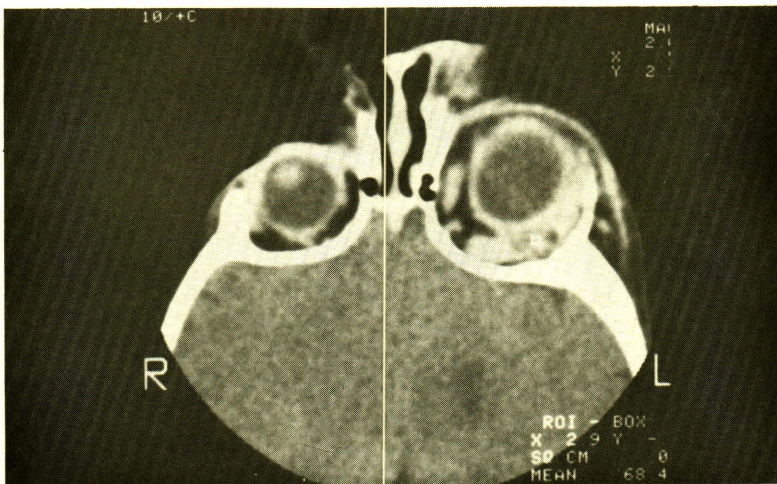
Neurofibromatosis. Coronal CT scan of 9 month-old female with congenital exophthalmos of the left eye revealed infiltrative non homogeneous mass at superolateral aspect of the expanded left orbit. Enlargement of lateral rectus, superior rectus and medial rectus muscles and optic nerve were also noted (not shown here). The globe was enlarged due to congenital glaucoma. The infiltrative mass was found to be nerve plexus at biopsy.
